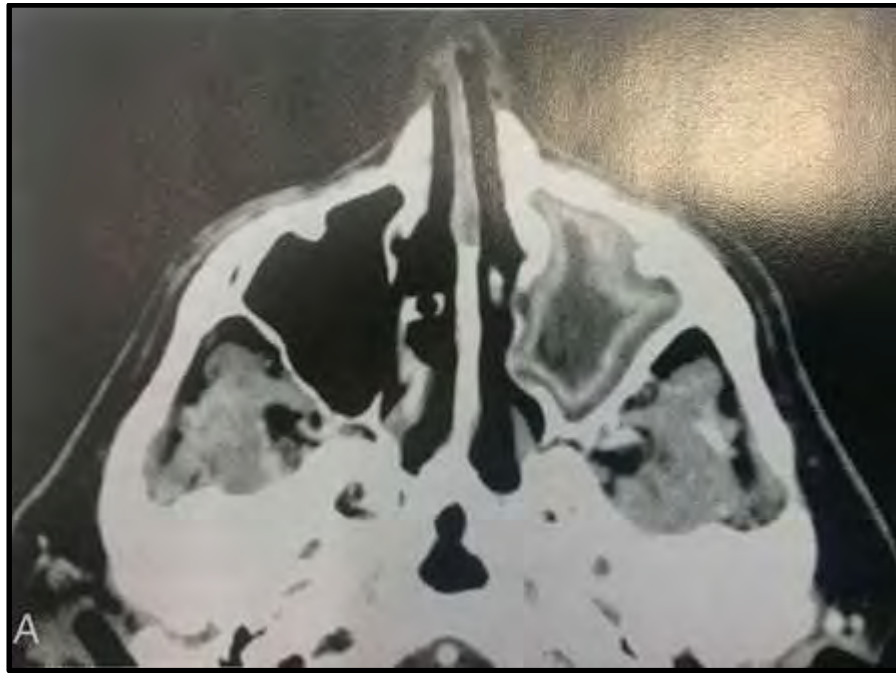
TC de seno maxilar, se observa realce de la mucosa inflamada del lado izquierdo.¹¹
